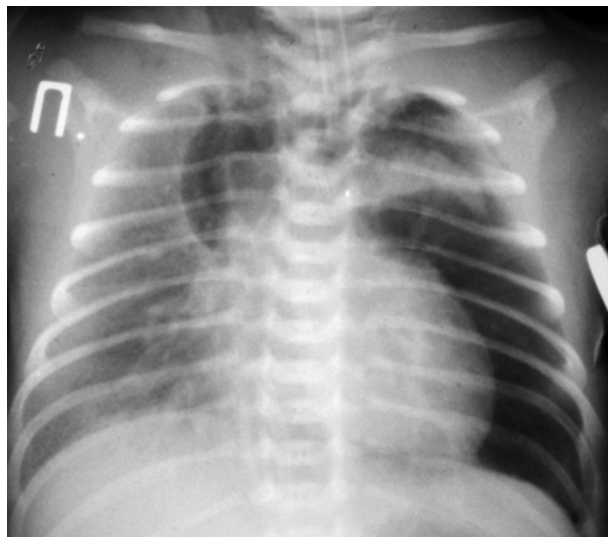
Оглядова рентгенограма ОГК недоношеної дитини (СГ 34 тижнів). Поєднання двобічного пневмотораксу, пневмомедіастинуму на фоні РДС III ст.
